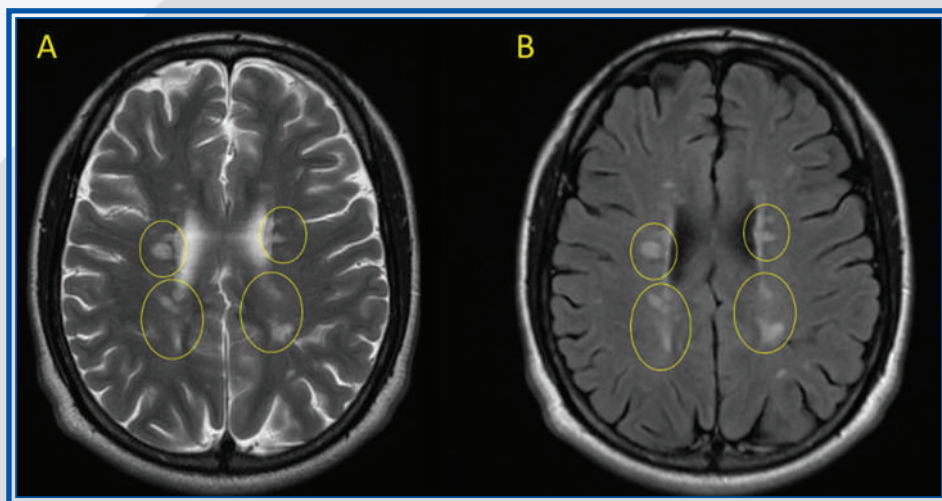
Capítulo 2. Resonancia magnética con cortes axiales en secuencias T2 (A) y FLAIR (B), en la que se identifican lesiones hiperintensas desmielinizantes periventriculares y de forma ovalada que contactan con la pared de los ventrículos laterales.
